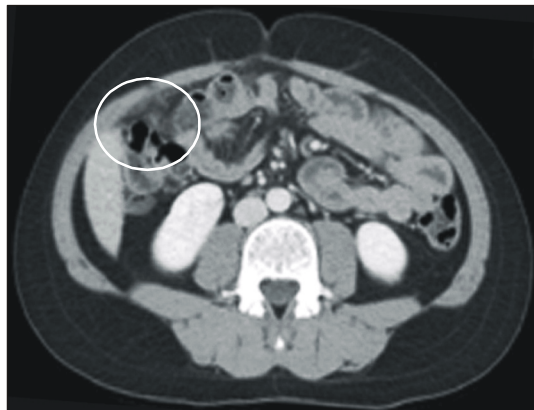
Follow-up Computed tomography shows that mass size was decreased.
